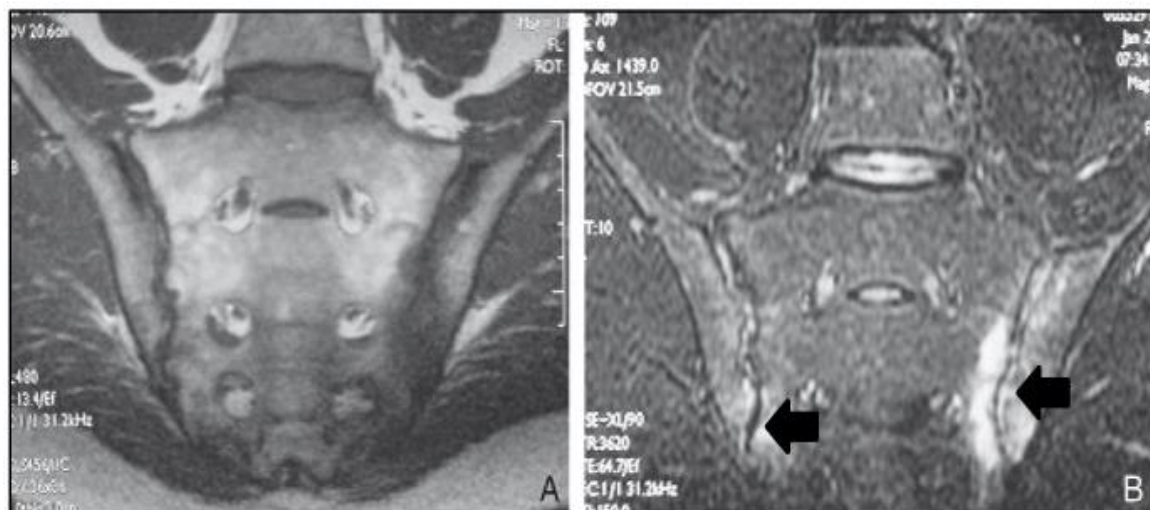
IRM sacro-iliaque. Séquence T1 et T2 (inversion-récupération) : hyper signal sur les berges de la sacro-iliaque gauche et au niveau de la base de la sacro-iliaque droite. (231)
